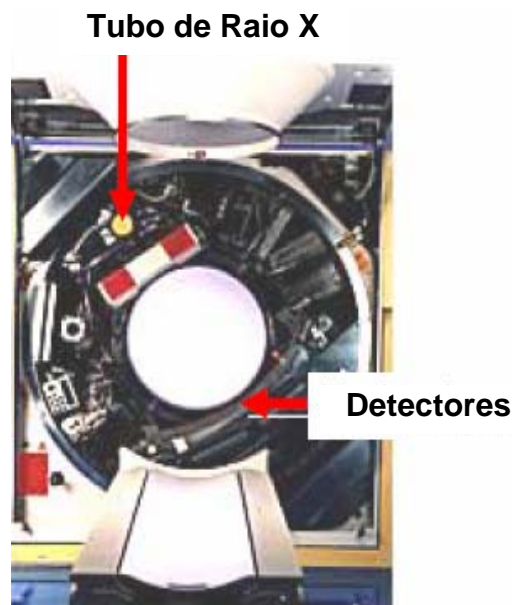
Gantry de uma TC.
